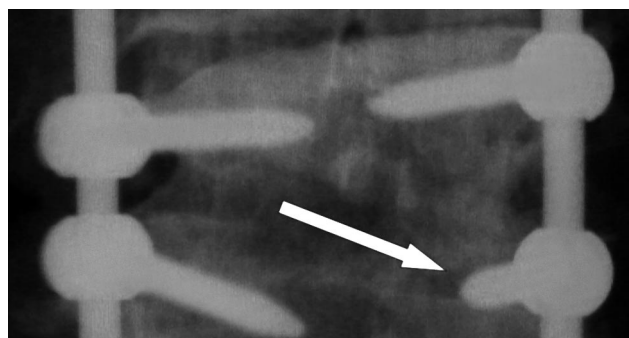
CT príliš mediálne zavedenej skrutky: malpozícia spôsobila útlak durálneho vaku a parézu pravej dolnej končatiny; po extrakcii pretrvávajúca paréza L5 l.dx
